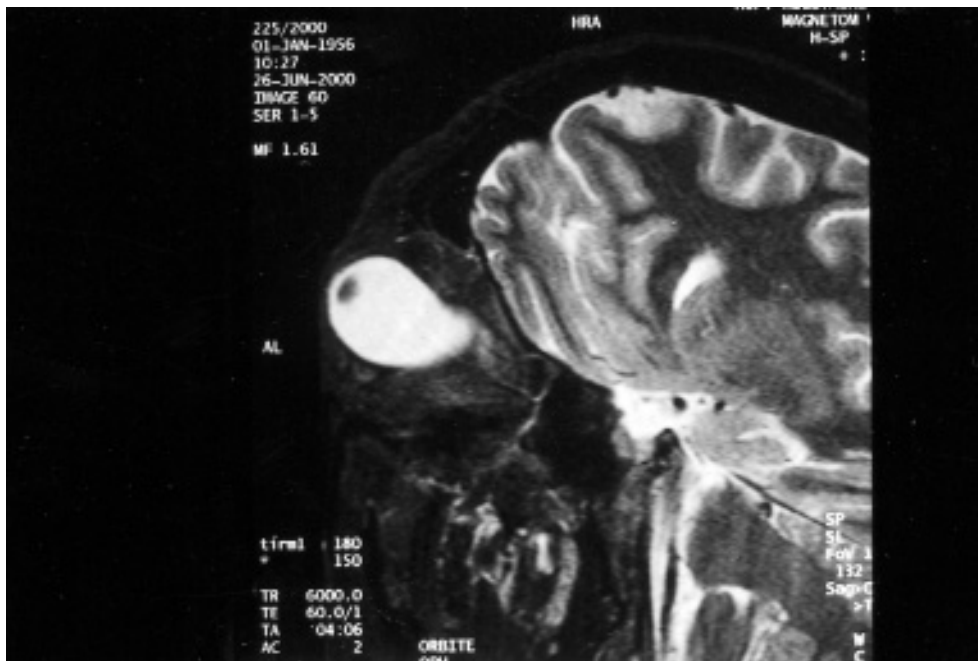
Coupe sagittale d'une IRM orbitocéphalique objectivant la présence d'un important staphylome myopique.
